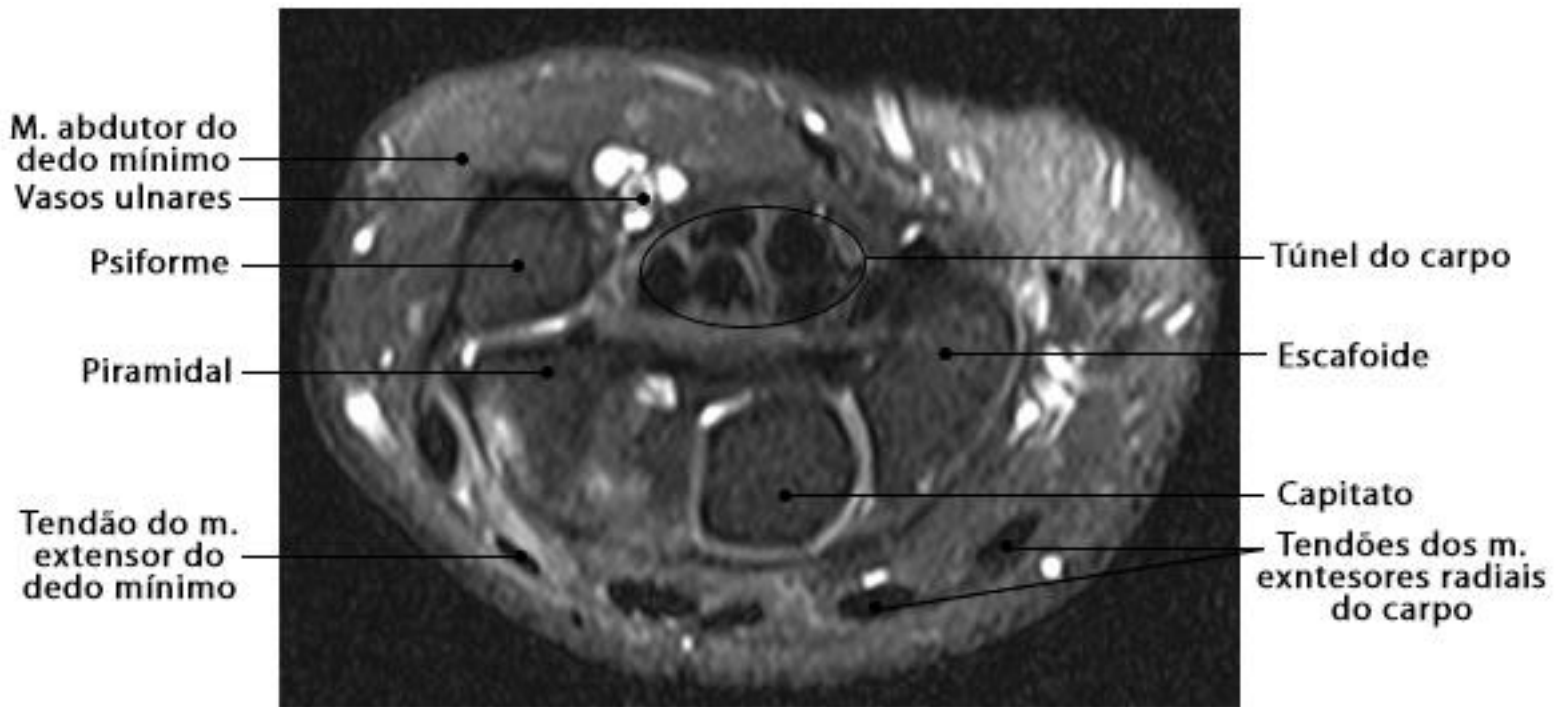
RM do punho em corte axial com ponderação DP SPAIR
